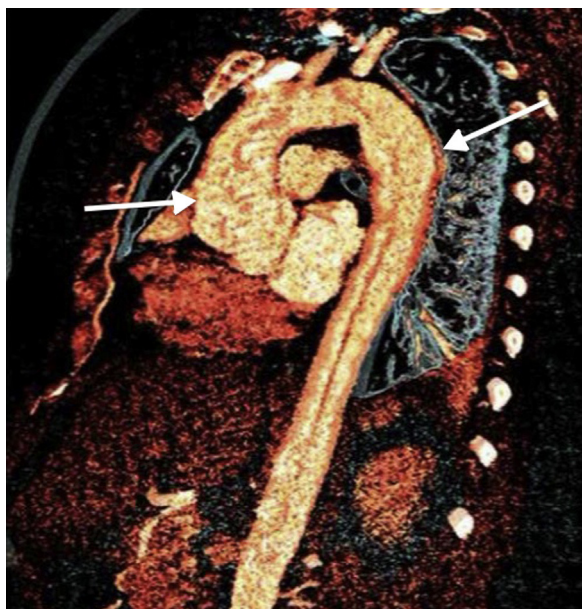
Reconstrucción aórtica mediante resonancia magnética destacando zona de dilatación aórtica en el cayado. Paciente con sialoadenitis por IgG4 con afección aórtica.
